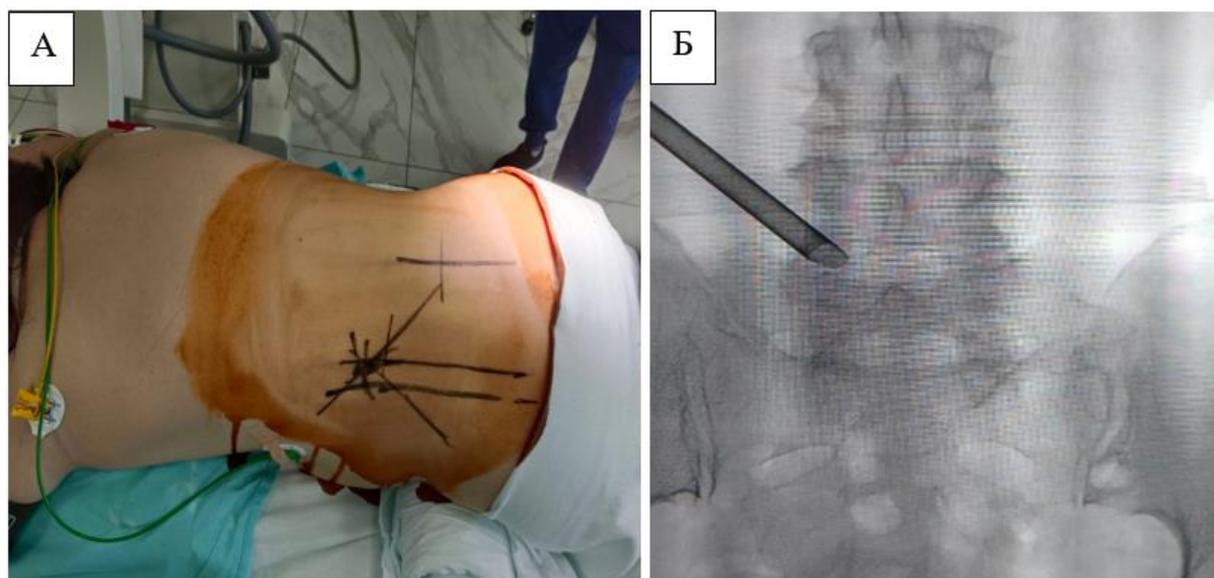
Интраоперационные снимки. А - расположение пациента. Б - интраоперационный рентген во время доступа
